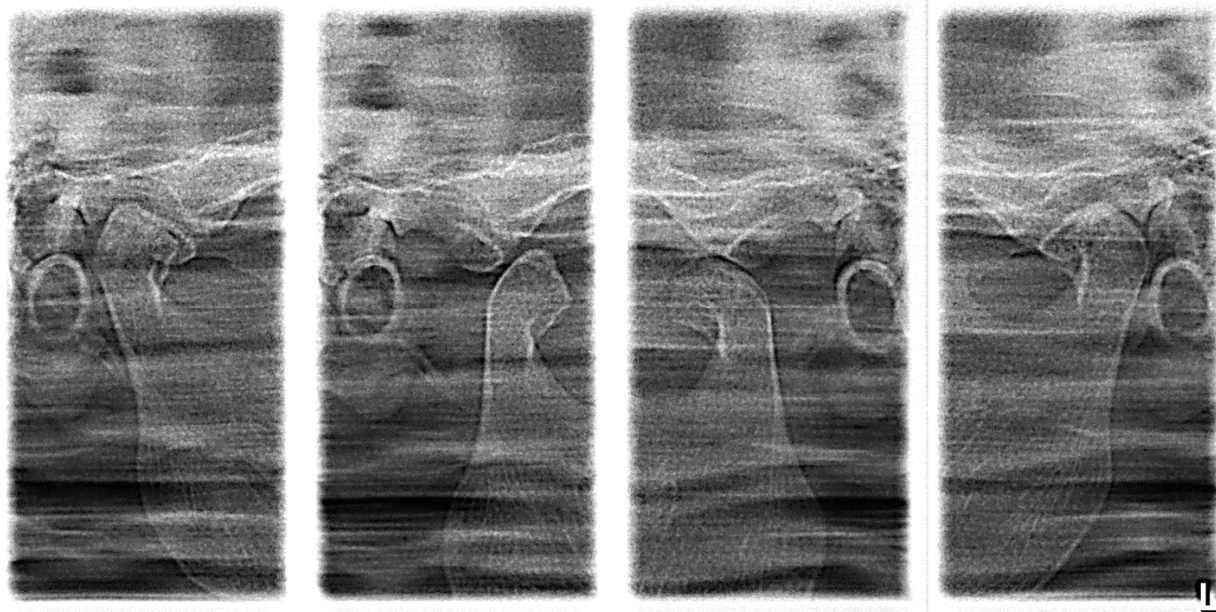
Прицельные рентгенограммы ВНЧС больной Г., 26 лет. Диагноз: компрессионно-дислокационная дисфункция ВНЧС – компрессия слева, дислокация справа. Правая суставная головка имеет плоскую форму, левая – полуовальную.
